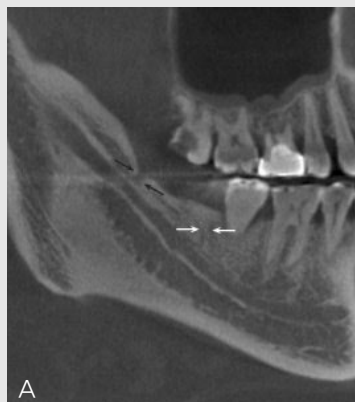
~E. CBCT images show a short and thick canal running in the retromolar area (A : panoramic view, B : coronal view). In addition, a thin canal that travels backward-upward from the buccal side of third molar is observed (A : panoramic view, C : coronal view).
